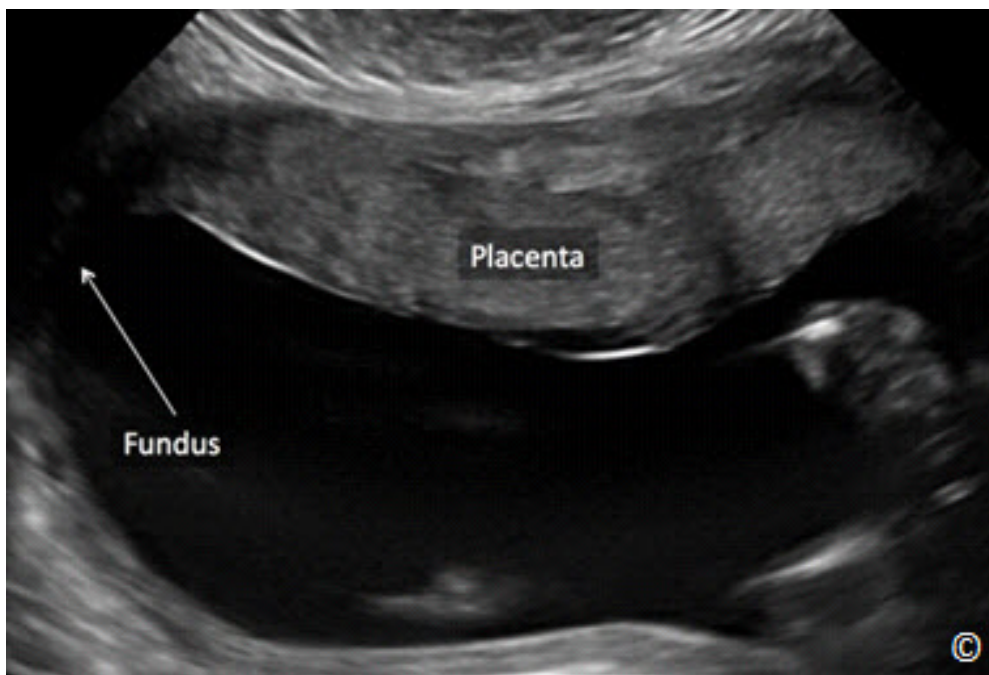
Una placenta anterior (rotulada) se muestra en una ecografía obtenida a partir de una vista sagital del útero. El fondo uterino está etiquetado. Ver texto para más detalles.
